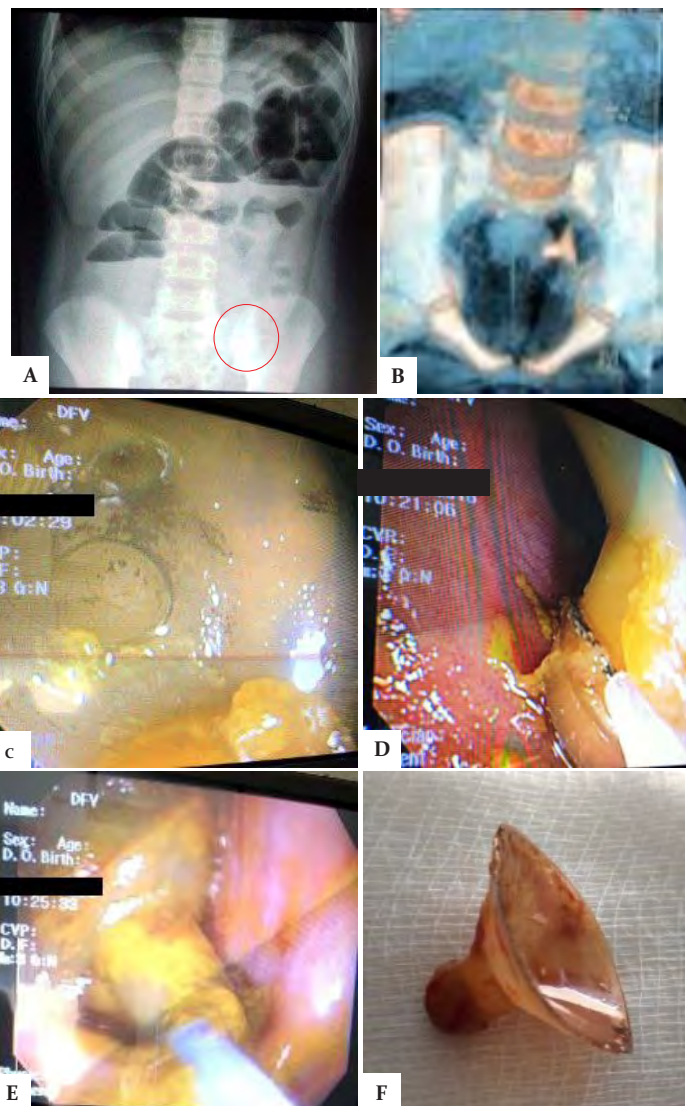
A) Radiografía de abdomen con niveles hidroaéreos e imagen radio opaca en hueco pélvico. B) reconstrucción tridimensional de TAC de abdomen. C, D y E) imagen endoscópicas al momento de la extracción F) Cuerpo extraño extraído.
